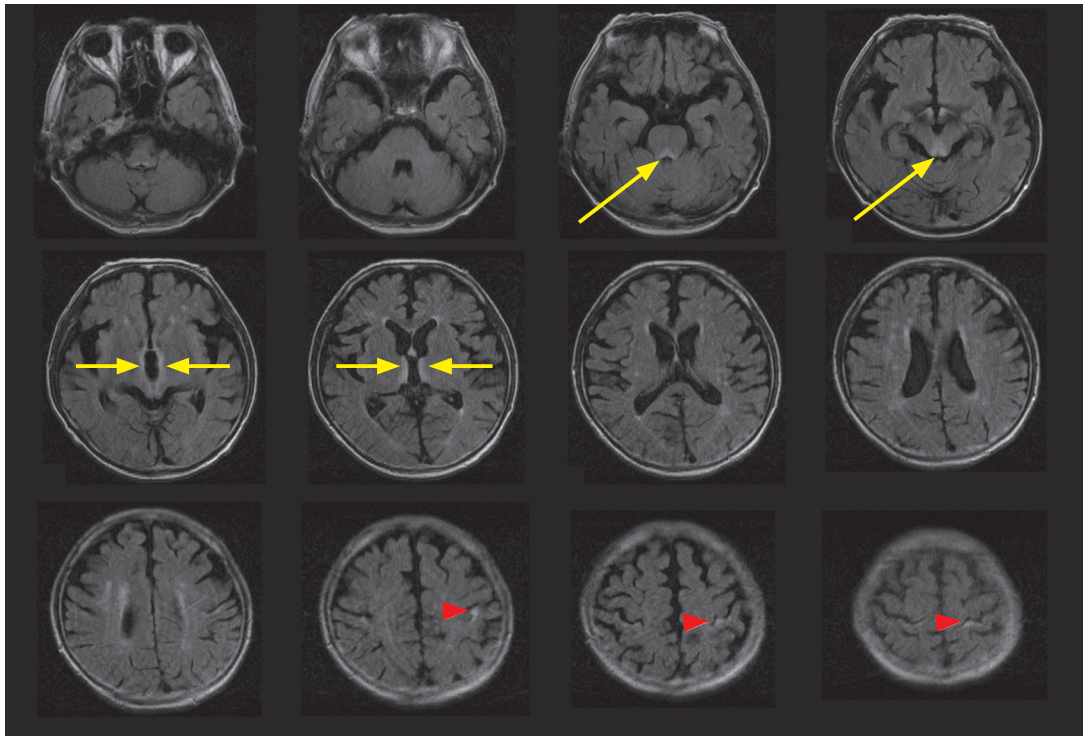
初診時、頭部 MRI FLAIR 画像(再掲)
